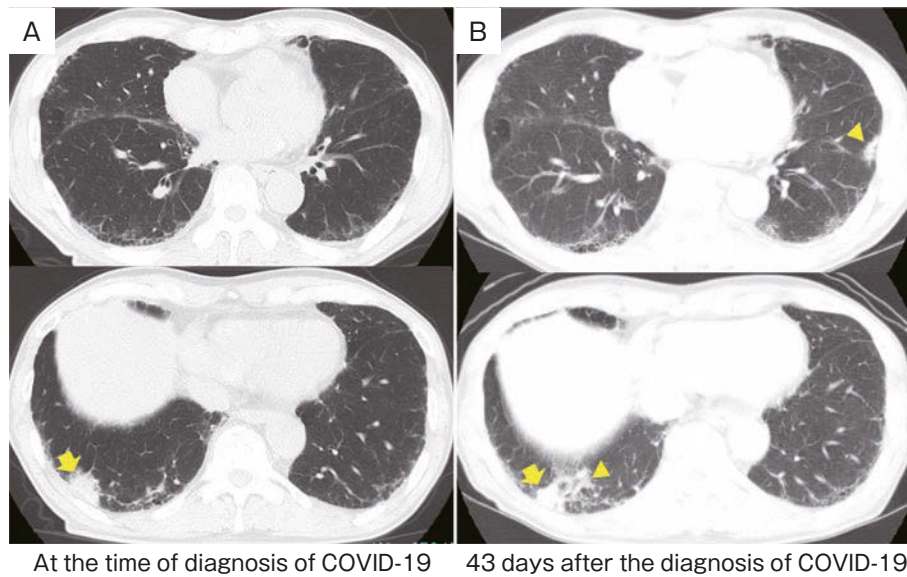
Chest computed tomography (CT). (A) Chest CT taken at the time of diagnosis of COVID-19 revealed a tumor shadow in the lower lobe of the right lung (yellow arrow) and subpleural reticular opacities. (B) Chest CT 43 days after the diagnosis of COVID-19 showed additional patchy consolidations in both lungs (yellow arrowheads).
